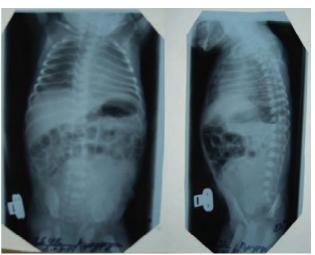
Обзорная рентгенограмма брюшной полости новорожденной с кистой яичника (объемное образование в полости таза)
